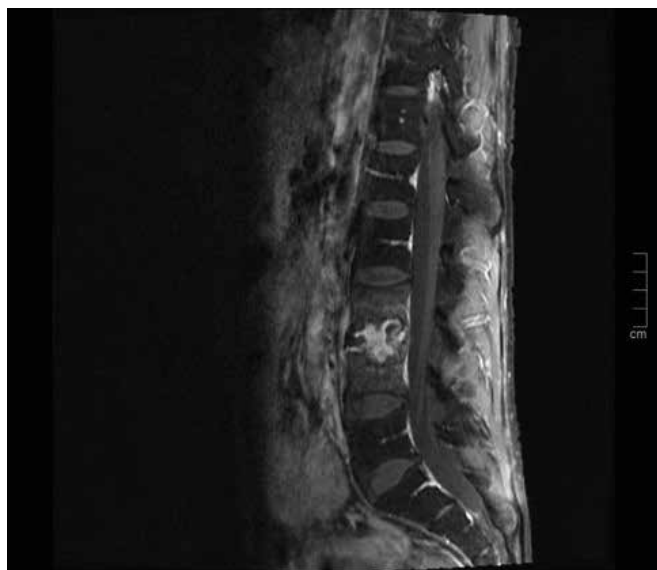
Ressonância magnética: alterações litigadas dos planaltos vertebrais adjacentes ao espaço L3-L4, com quase destruição do respetivo espaço inter-somático, coexistindo hiper-sinal nos corpos vertebrais adjacentes e impregnação franca e irregular do produto de contraste. As alterações descritas estão em relação com espondilodiscite.
